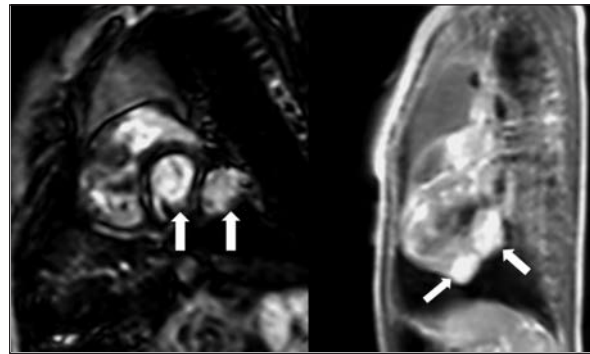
Magnetic resonance imaging demonstrates two adjacent pseudoaneurysms at the left ventricle free wall (arrows).
